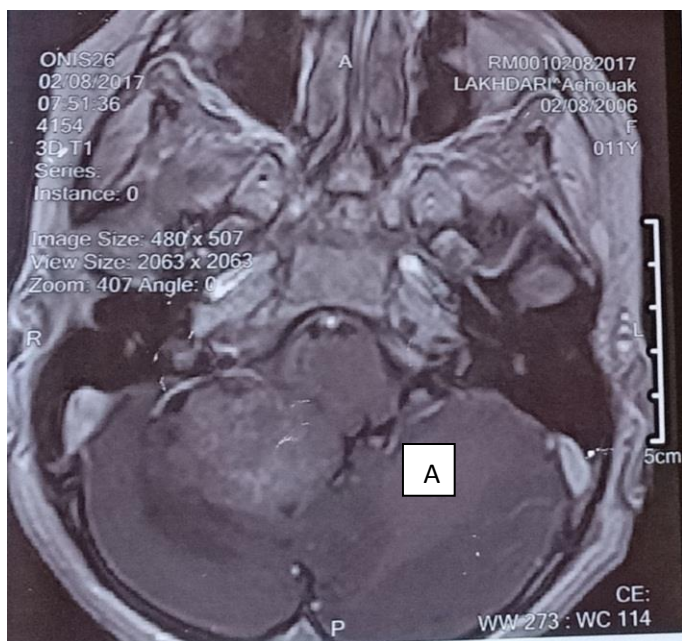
A): IRM cérébrale coupe axiale chez une fille de 9ans qui a bénéficié d'une résection partielle.
